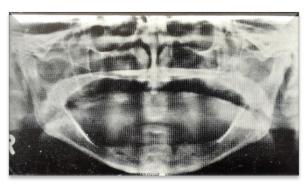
Radiografía panorámica de un paciente completamente desdentado
